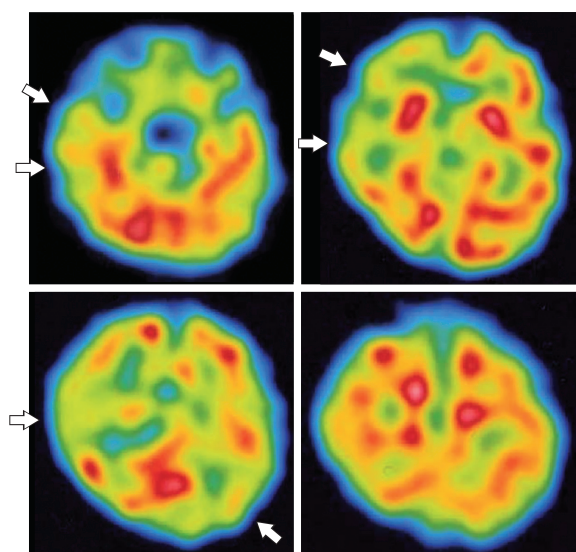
SPECT of Case 7 on day 12
